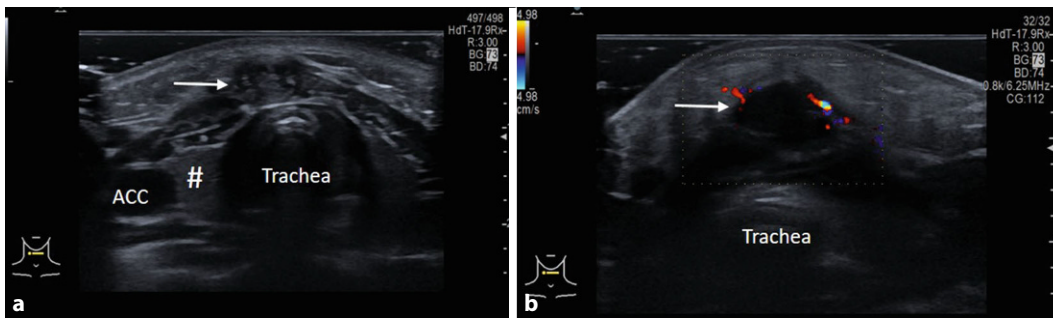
▲ Initiale Sonographie der Halsweichteile. a Übersichtsdarstellung der rundlichen, echoarmen Raumforderung prätracheal unmittelbar unterhalb des Schildknorpels (*Pfeil*; ACC A. carotis communis, Raute Schilddrüsenlappen rechts). b Detailaufnahme der Raumforderung (*Pfeil*): echoarmes bis echoleeres Gewebe mit randständiger, fraglich hilärer Perfusion, rundliche Konfiguration und scharfe Begrenzung. (© Schöndorf D)
